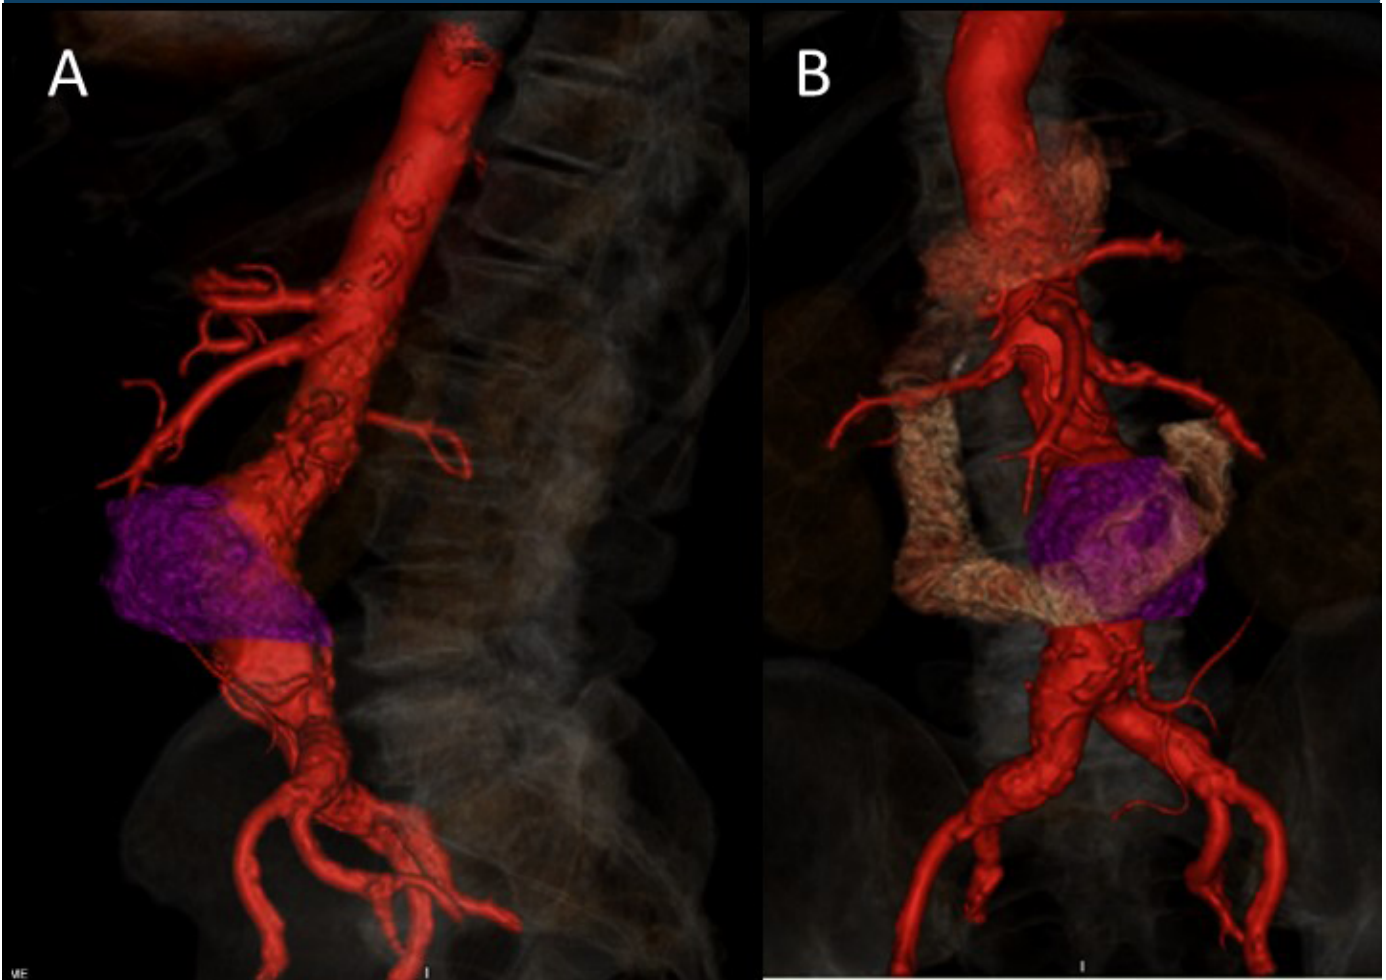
Angiotomografía, reconstrucción 3D: aneurisma de aorta abdominal, con trombo semicircunferencial y signos de ruptura contenida (A), en íntima relación con tercera porción duodenal (B).
